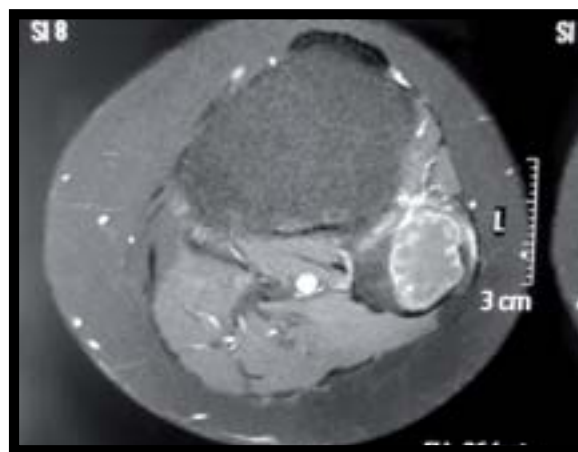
Imagem de corte axial de ressonância magnética em T1 mostrando caráter insulfativo e extravasamento da cortical pela lesão neoplásica
